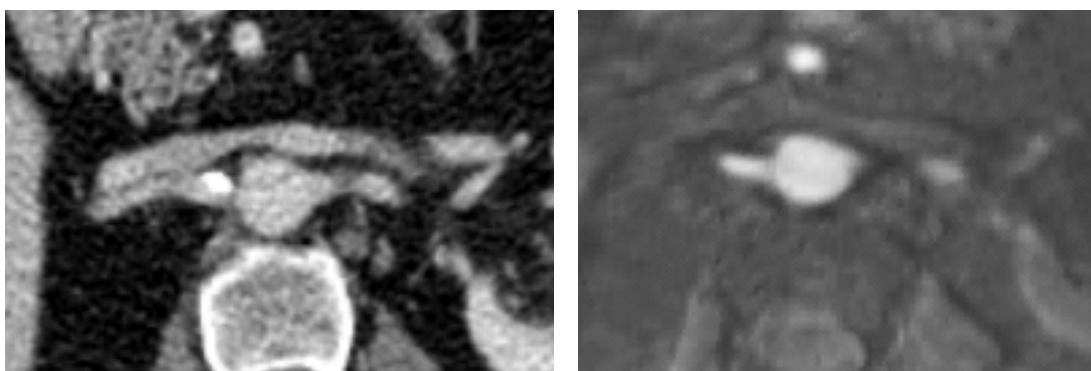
Placa de ateroma calcificada en origen de arteria renal derecha que condiciona una sobreestimación del grado de estenosis en la TC (derecha). ARM-TOF del mismo paciente (izquierda) en la que se visualiza la luz del vaso sin estenosis significativa.
